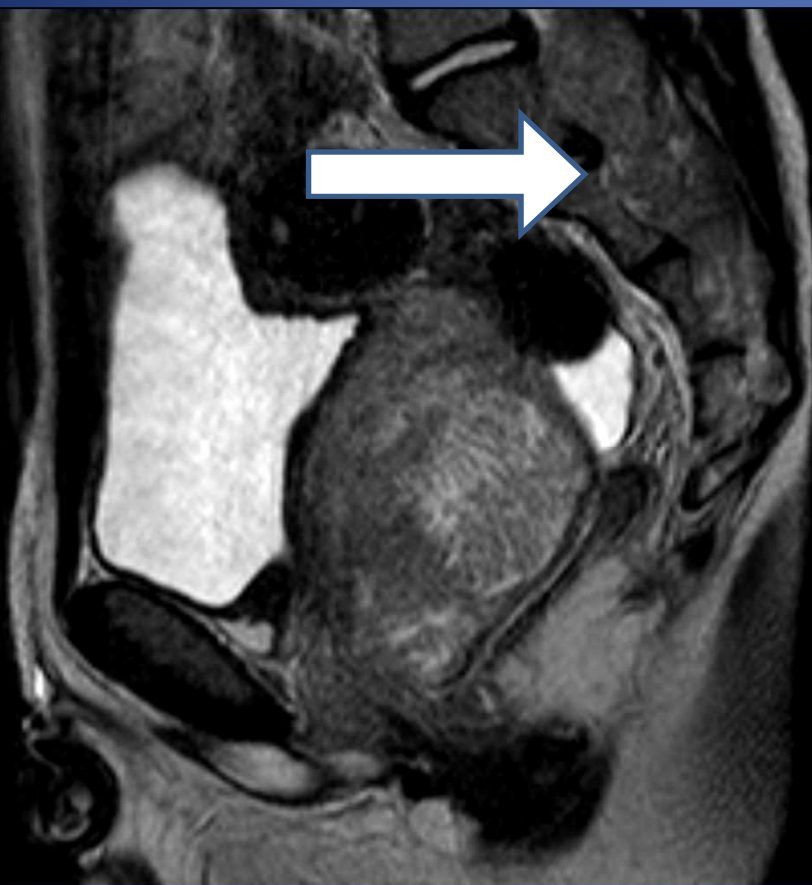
RM T2-TSE corte sagital muestra próstata finamente inhomogénea, aumentada de tamaño. Nótese masa heterogénea a nivel sacro.
